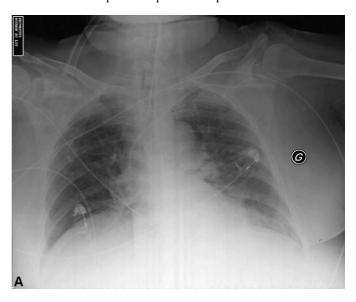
Radiographie pulmonaire de face. Voie veineuse sous-clavière gauche en place.
